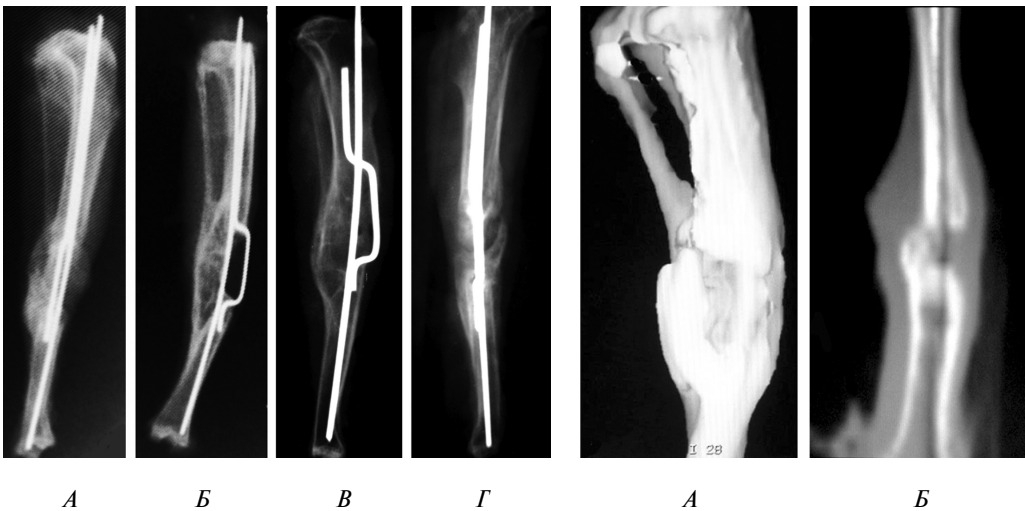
Рентгенограммы костей голени: А – 120 сут, первая группа; Б – 150 сут, первая группа; В – 120 сут, контроль-1; Г – 150 сут, контроль-2
